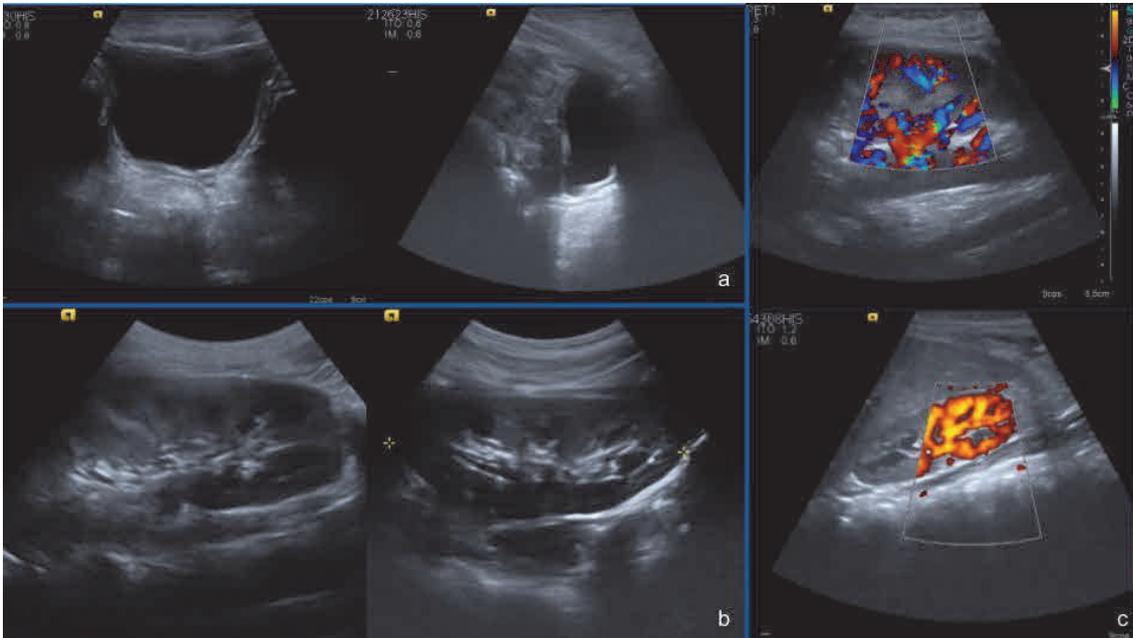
Protocolo estudio de ecografía renal. Valoración vesical (a), corte transversal y longitudinal. Corte longitudinal de ambos riñones (b). Vascularización (c) color y power-Doppler. Fuente: propia.
